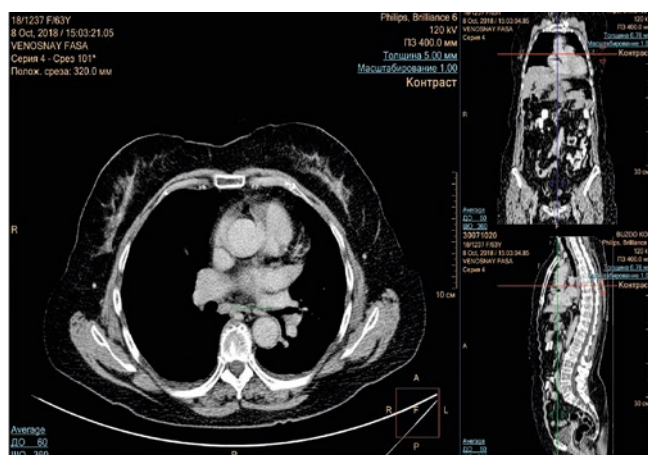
Пациентка 3., 1955 г.р. МСКТ ОГК (октябрь 2018 года): TL1 – бифуркационный лимфоузел стал непатологическим.
